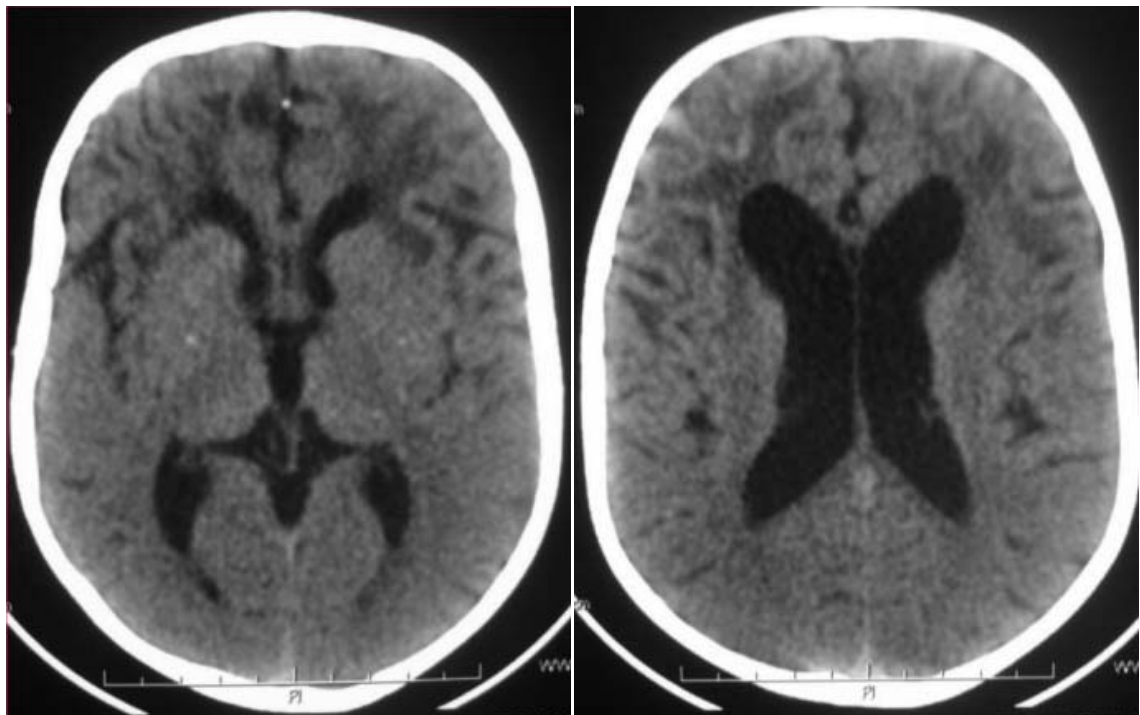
clichés de TDM en coupe axiale : Sillons corticaux petits et nombreux en bi-frontal et pariétal [141].
